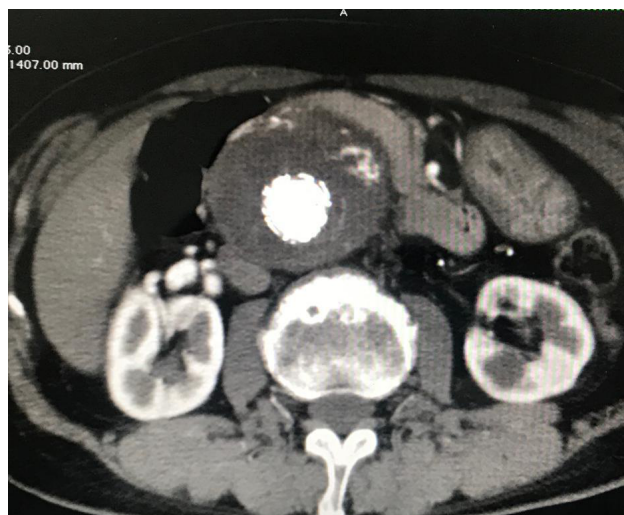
A – Angiotomografia de abdome em corte axial evidenciando aneurisma volumoso de aorta abdominal infrarrenal. Avaliação planejamento pré operatório.
